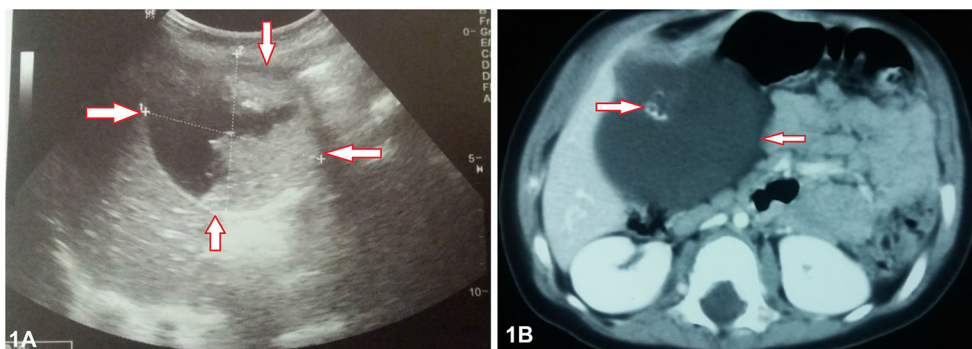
(A) Échographie abdominale : formation liquidienne bien limitée de 7 cm de diamètre avec composante hyperéchogène mobile non vascularisée au Doppler ; (B) tomodensitométrie abdominale en coupe axiale après injection de produit de contraste : montrant une image kystique hétérogène hypodense sous-hépatique avec un aspect spontanément hyperdense en son sein
